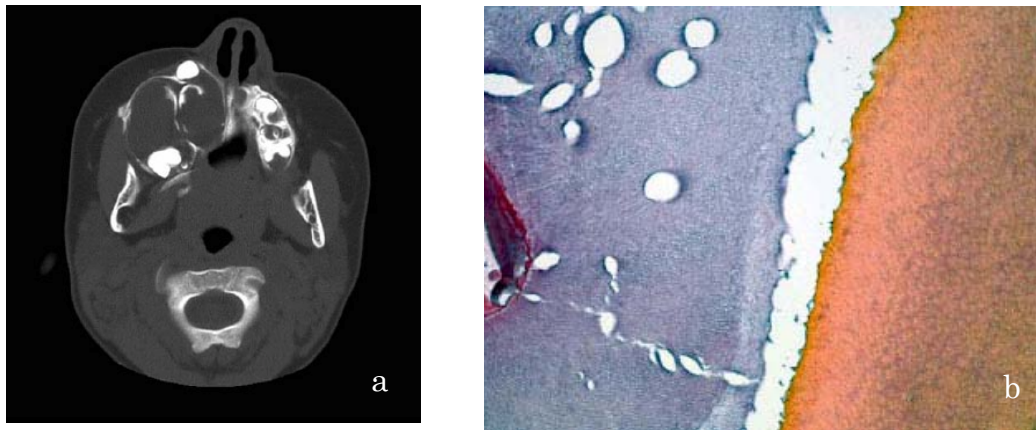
a) Tomografia computadorizada, corte axial, evidenciando dois cistos no lado direito; b) exame histológico, evidenciando presença de esmalte e dentina em odontoma composto.
